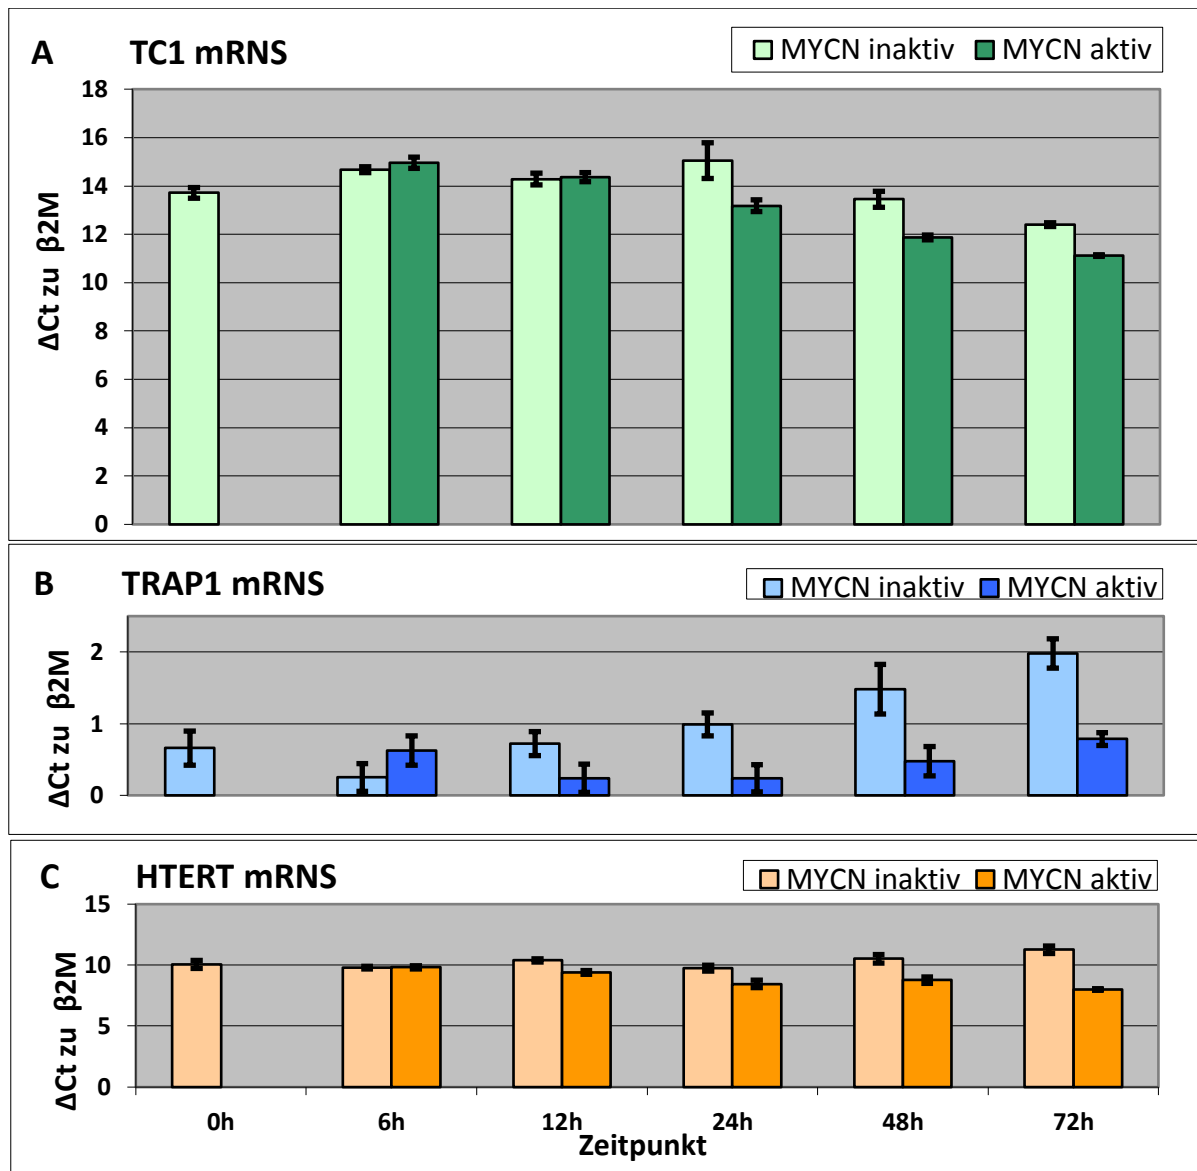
Darstellung der mRNA Expression des jeweiligen Zielgens mit und ohne Aktivierung von MYCN zum Zeitpunkt 0. Wie erwartet steigt die Expression von TRAP1- und HTERT- mRNA. Die Expression von TC1- mRNA wird ebenfalls nach 24h bis 72h nach Aktivierung von MYCN gesteigert. Darstellung eines Experimentes mit Triplikaten.
